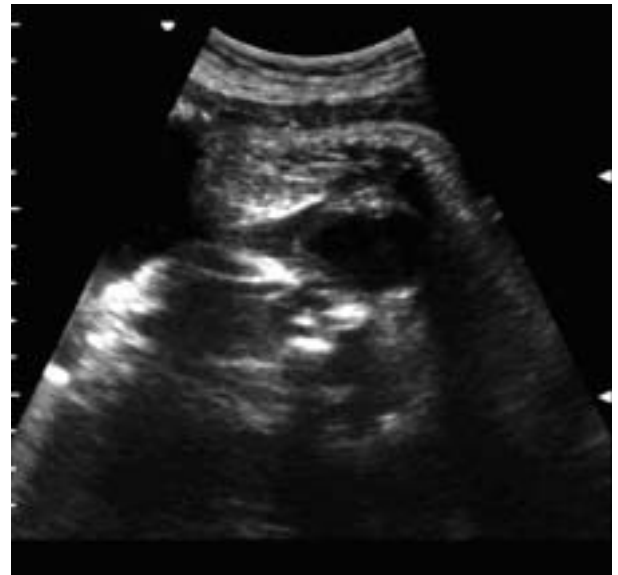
Transverse sonogram of fetal perineum. Notice the hypoechoic cystic space spreading the labia majora.
